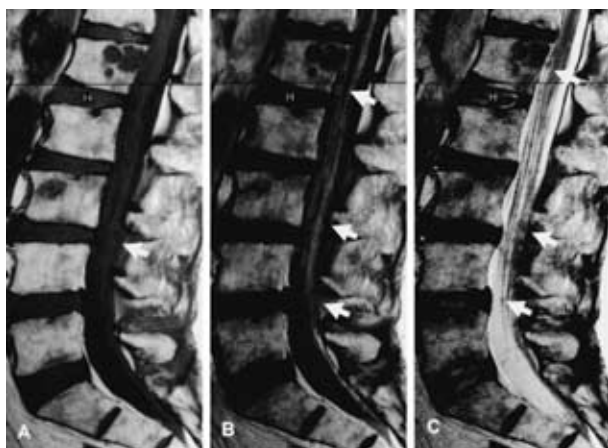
Case 3: Lumbar sagittal MRI scan shows tumor nodules( arrow) in the cauda equina as an iso intensity signal on T1 ( A ) and T2 ( C )-weighted MRI, which isn't enhanced with Gd-DTPA ( B ) Noncontrast-enhanced T1-weighted image appears normal ( A )
